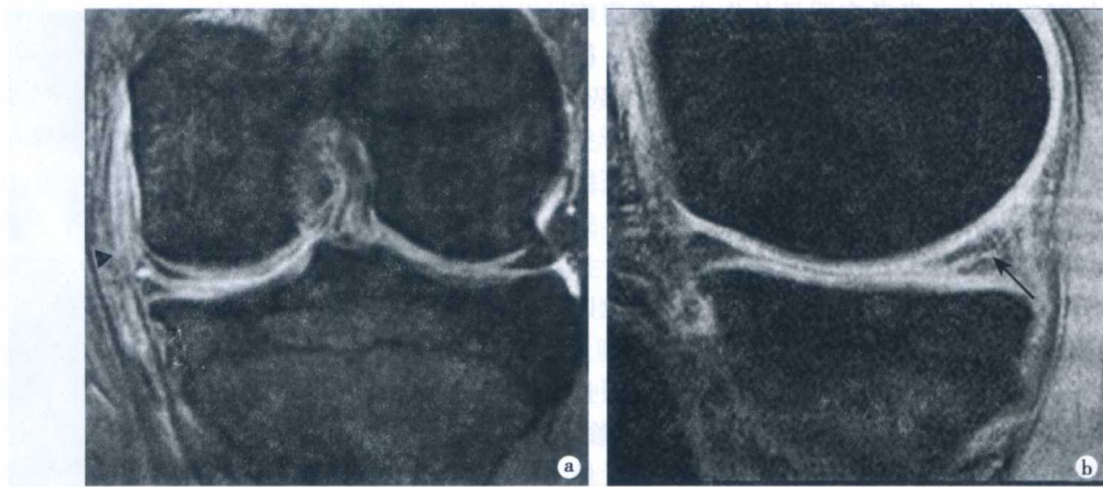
左膝关节内侧半月板撕裂 MRI 表现
